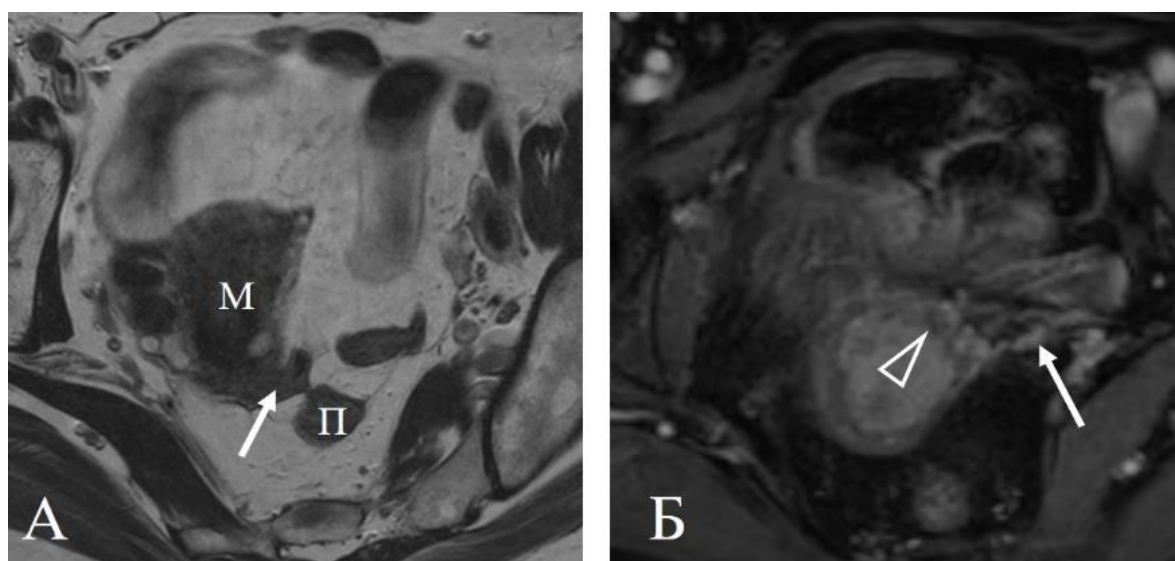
Женщина 53 лет, новообразование шейки матки (аденокарцинома). МРТ в режиме T2 (А) демонстрирует долихосигму (стрелка) между маткой (М)
